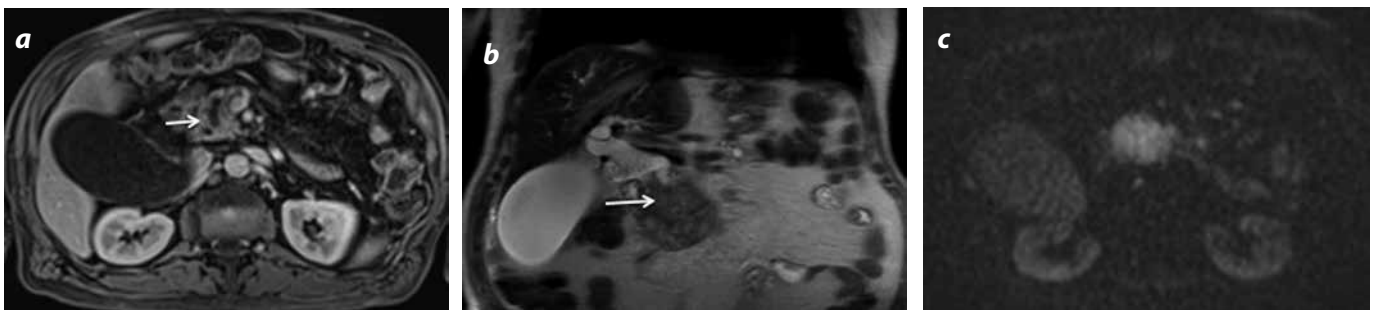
Adenocarcinoma de páncreas. a) RM con información T1 con medio de contraste y saturación grasa: masa localizada en la cabeza del páncreas (flecha), con pobre realce con el medio de contraste. b) RM coronal con información T2: masa pancreática obstruyendo el colédoco en su tercio distal (flecha). c) Secuencia de difusión, con un valor de b 800: alta señal de la masa por restricción a la difusión tisular.
